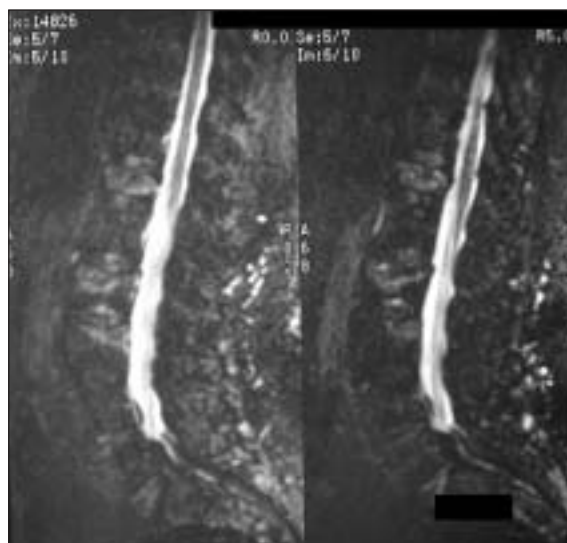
Imagem STIR, em ressonância magnética da coluna lombar, evidenciando as fracturas recentes (hipersinal).
